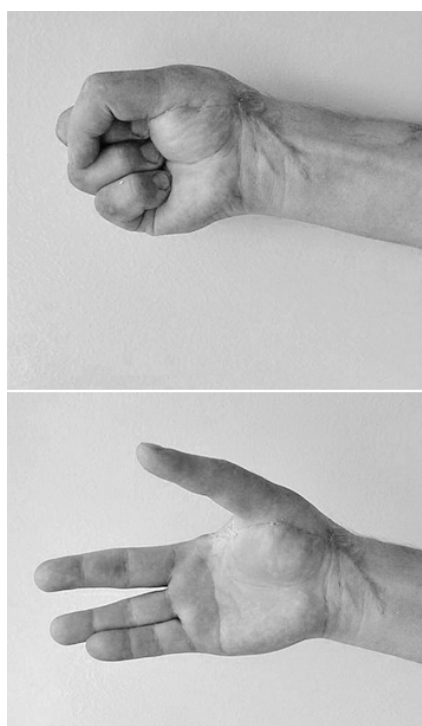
Wynik rekonstrukcji ubytku V promienia ręki (obserwacja 6 miesięcy): wygląd ręki (górze), obraz RTG ręki – prawidłowo wgojony fragment kostny w miejscu ubytku V kości śródreżca
